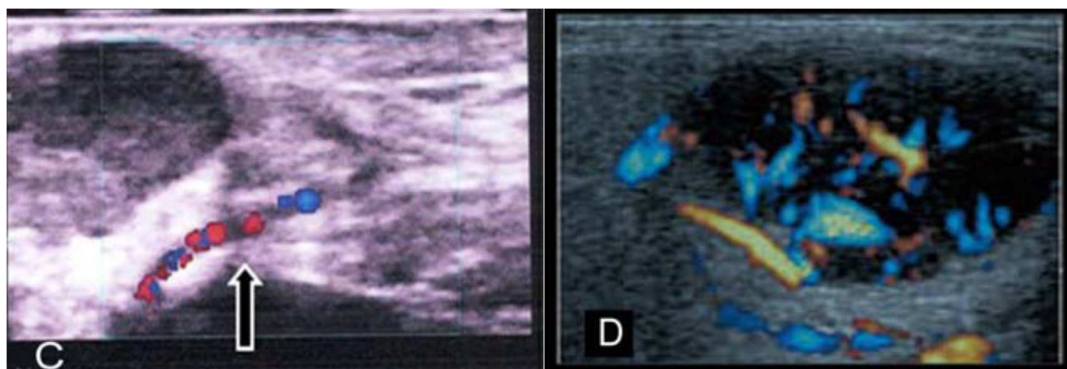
Images doppler couleur de la glande parotide
